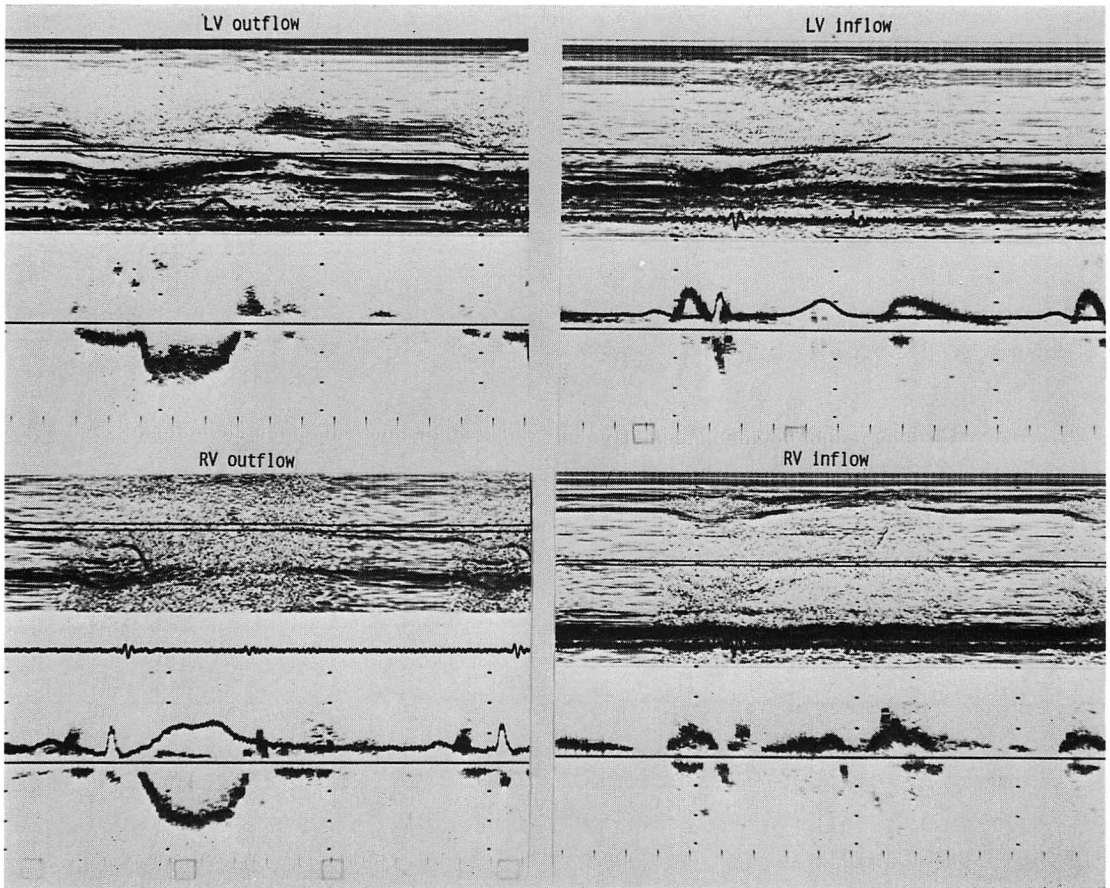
Pulsed Doppler echocardiographic findings in 53-year-old cyclist.
